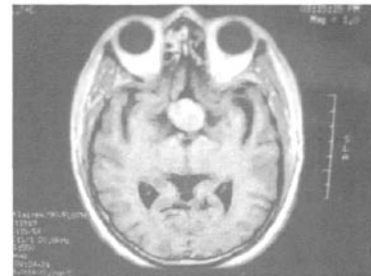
患者为女性，39 岁，因闭经半年来诊。MRI 横轴位图像显示垂体腺瘤。垂体腺瘤突破鞍隔向上生长。
